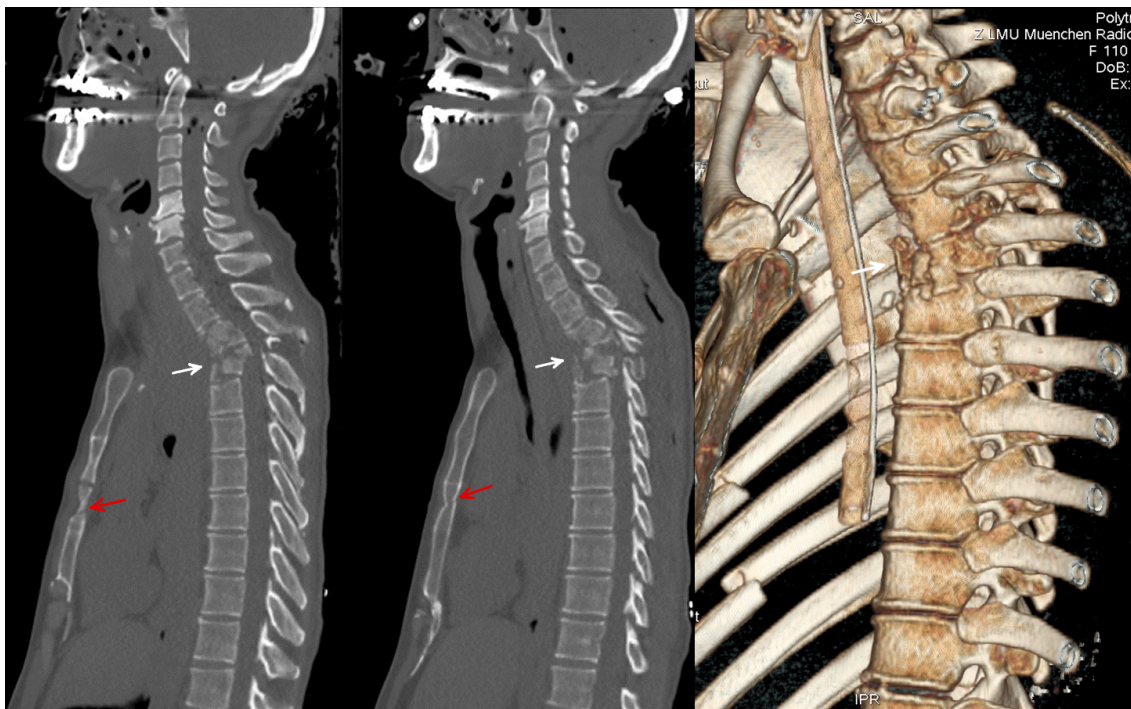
Vertebrale Berstungsfraktur von Th3 und Th4 (weiße Pfeile). Sagittale CT-Reformation und 3D-CT-Rendering bei einem polytraumatisierten Patienten mit assoziierter Sternumfraktur (rote Pfeile). Post mortem Aufnahmen. Quelle: [20].
